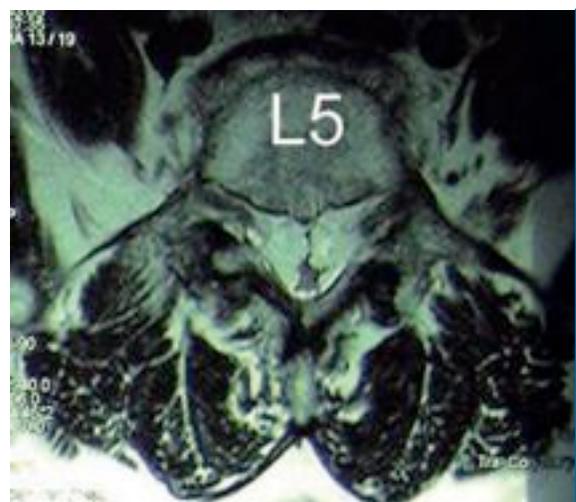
MRT transversal auf Höhe L5 mit Kompression der neuralen Strukturen.
